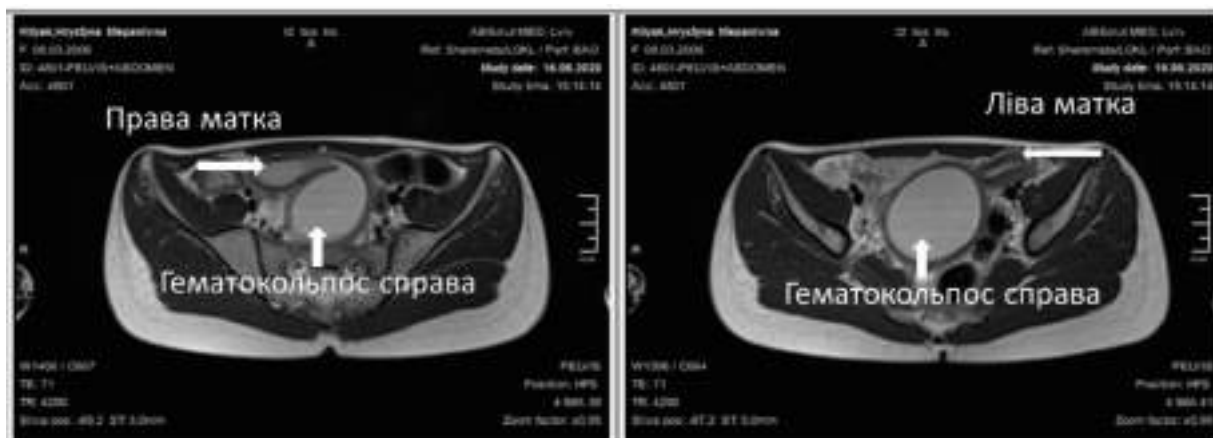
МРТ картина, яка демонструє наявність двох окремих маток, порожнина правої матки сполучається з правобічним гематокольпосом (T2 зважене зображення, аксіальний зріз)
